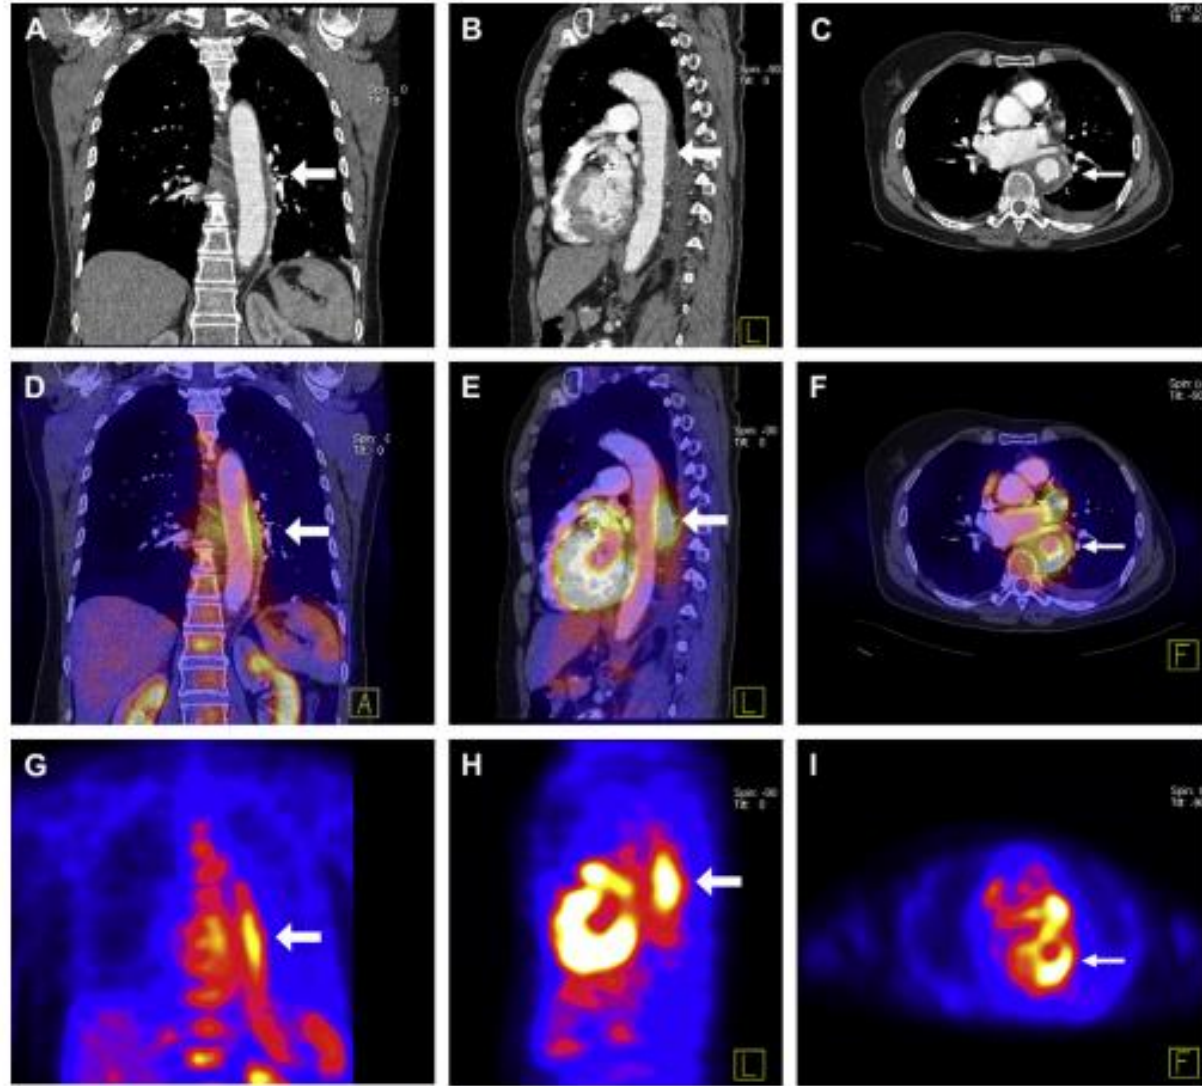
Thickening of wall of the descending aorta on CT scan is clearly visible from coronal (image A), sagittal (image B), and horizontal planes (image C). A hot spot is observed on PET scan (coronal, sagittal, and horizontal planes, G, H, and I, respectively). Merging the two scans revealed a hot spot in the descending aorta (images D, E, F), diagnostic for mycotic aneurysm of the thoracic aorta. F = view of feet, A = anterior side of patient, L = left view of patient.
